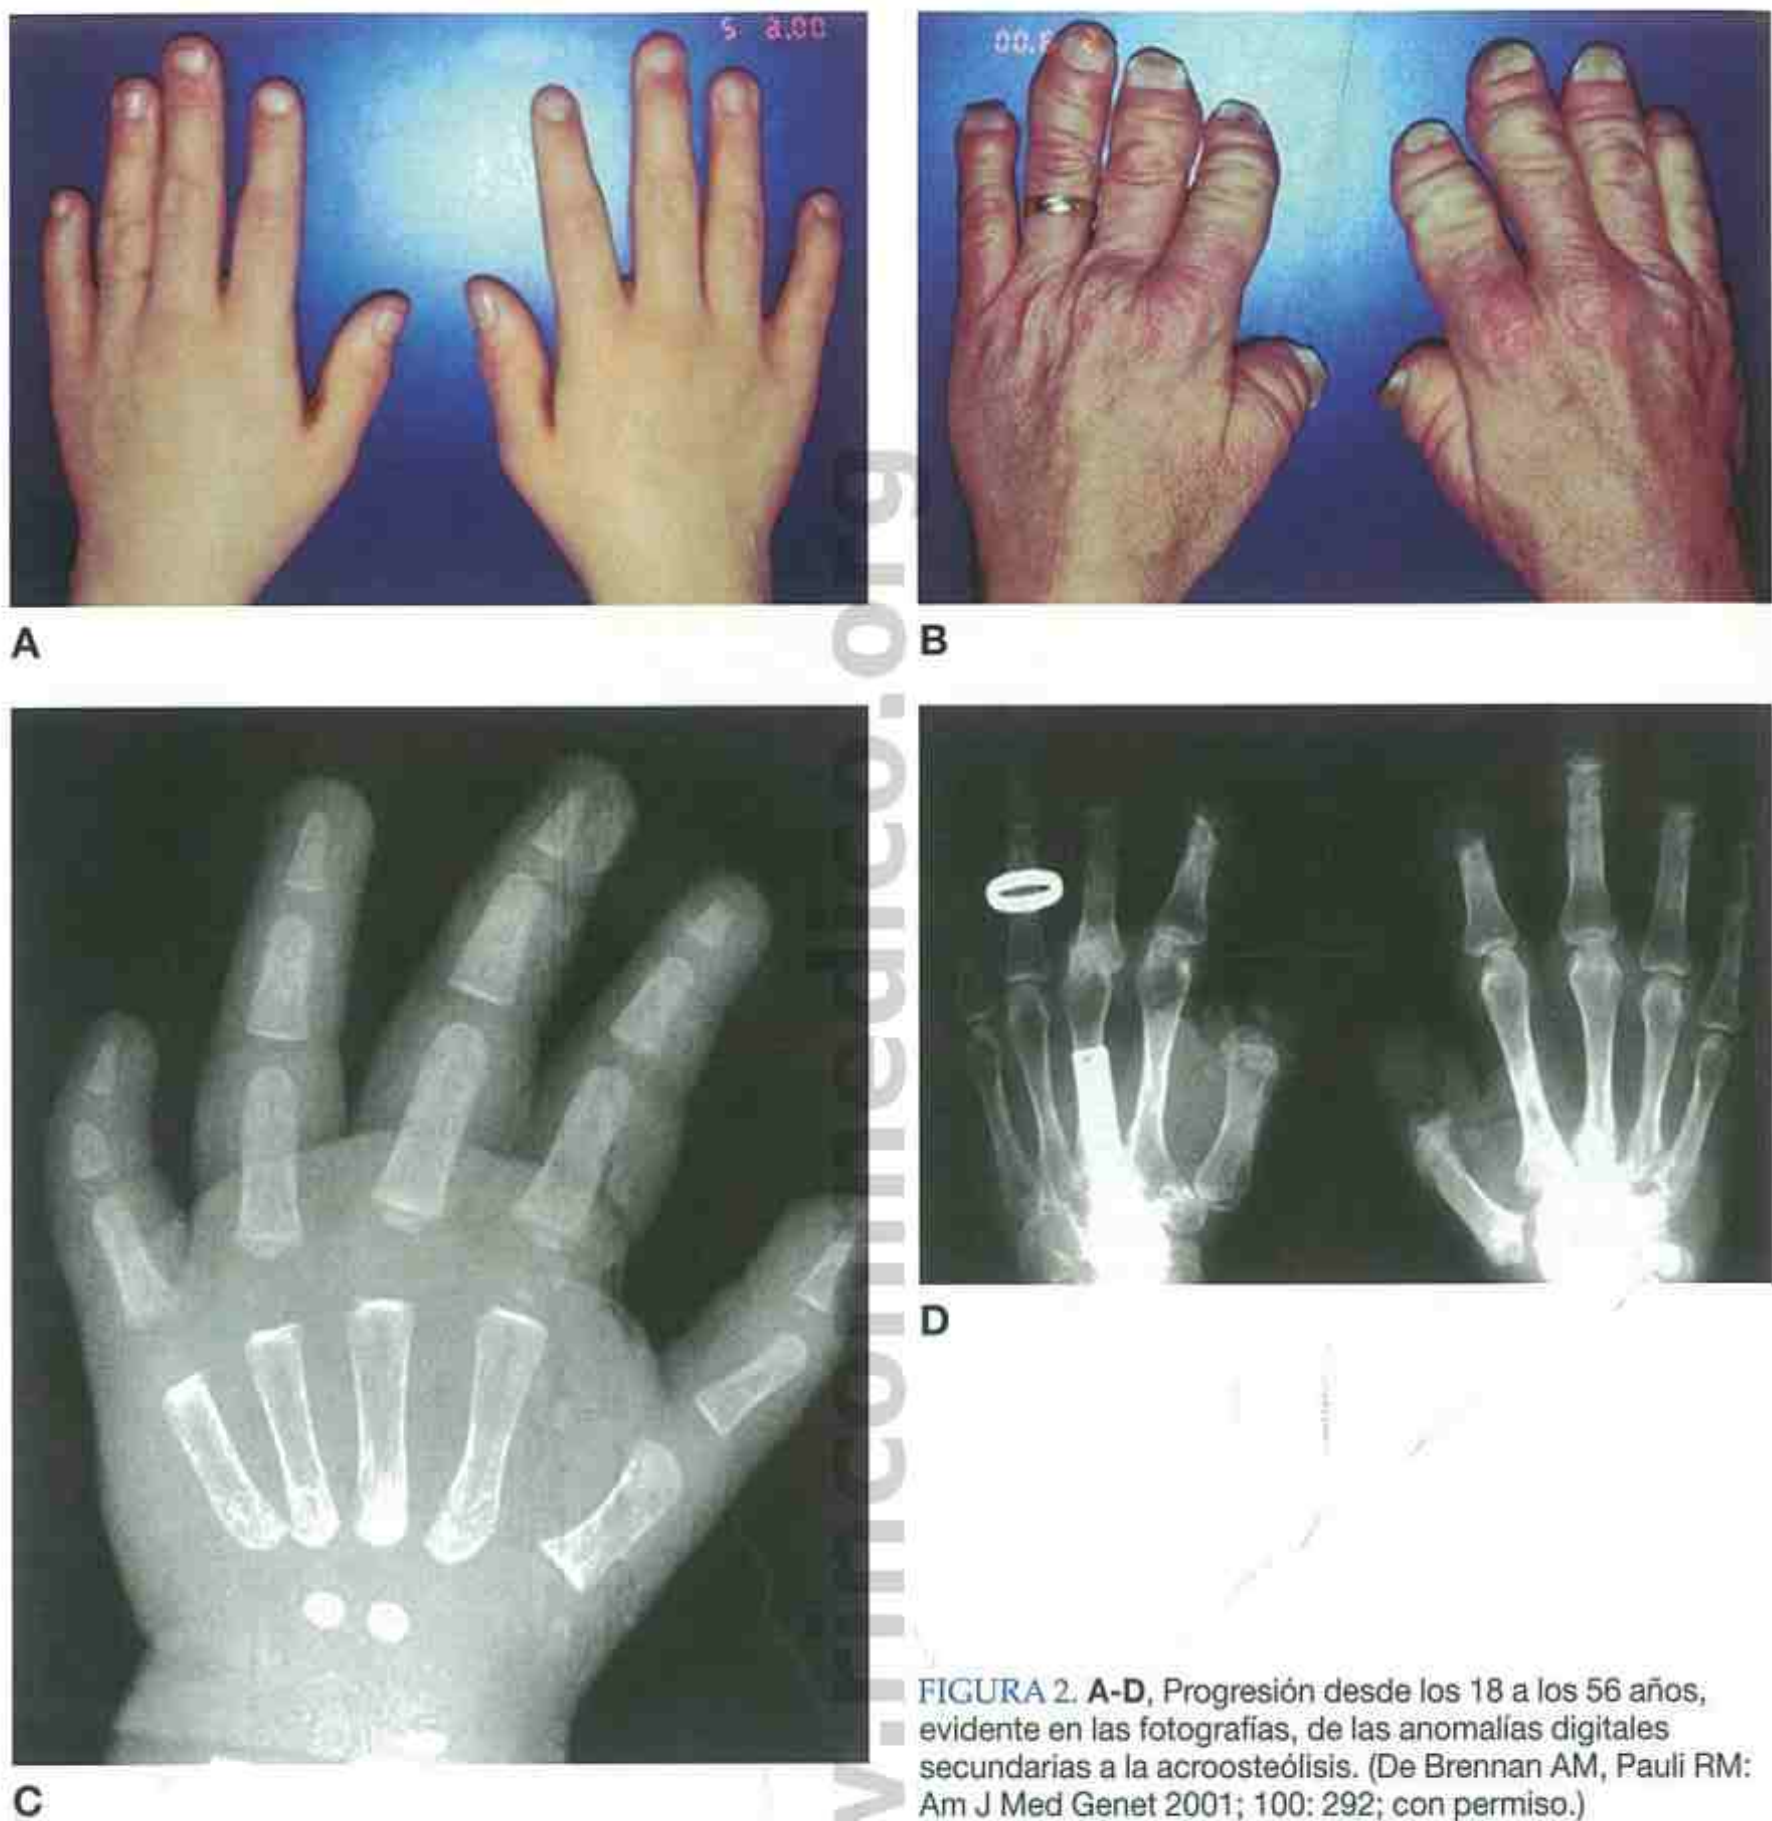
A-D, Progresión desde los 18 a los 56 años, evidente en las fotografías, de las anomalías digitales secundarias a la acroosteólisis. (De Brennan AM, Pauli RM: Am J Med Genet 2001; 100: 292; con permiso.)
